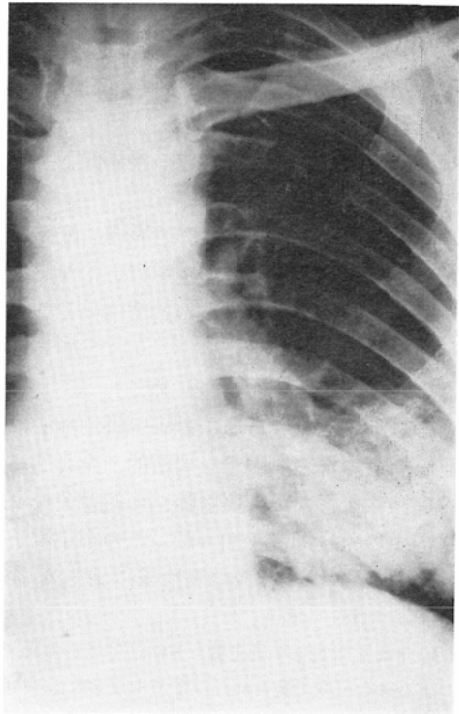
Chest X-ray film (The case of pulmonary aspergillosis).
